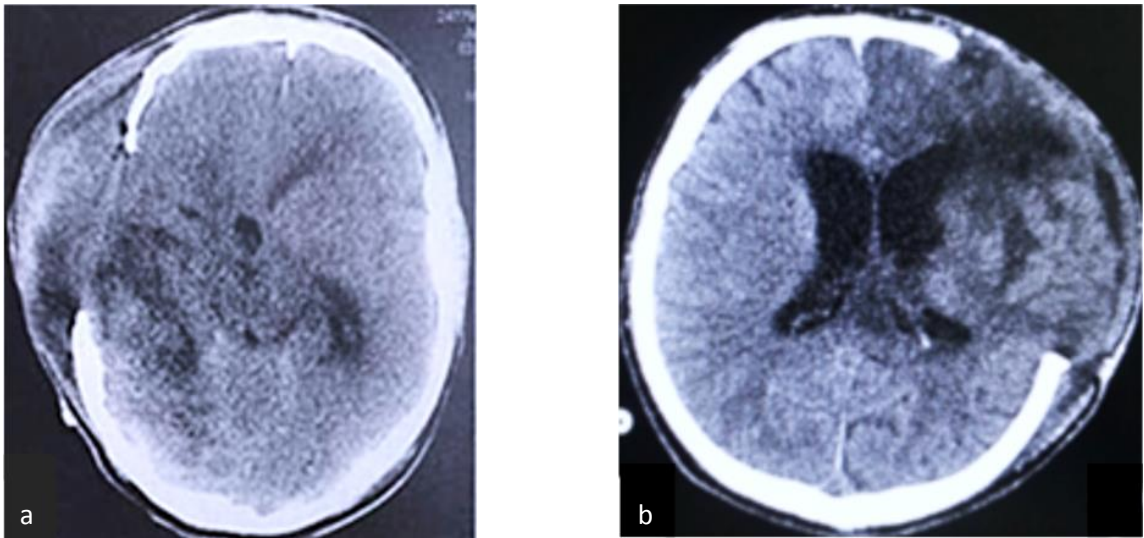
КТ – картина пролабирования и вклинения мозгового вещества в костный дефект черепа с развитием ишемии.
